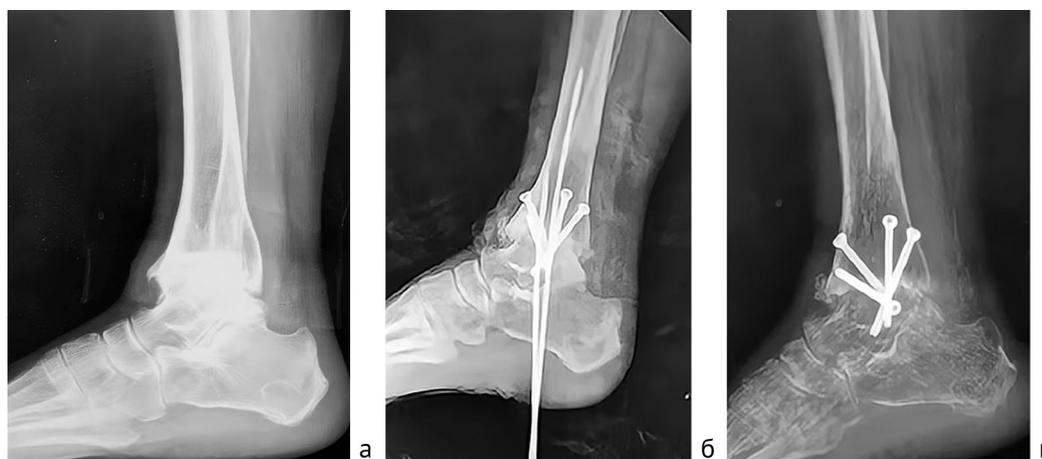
Рентгенограммы левого голеностопного сустава пациентки 58 лет (в боковой проекции). Динамика процесса артродезирования с фиксацией внутрикостными канюлированными винтами: а — до операции; б — 1-й день после операции; в — 3-й месяц после операции
